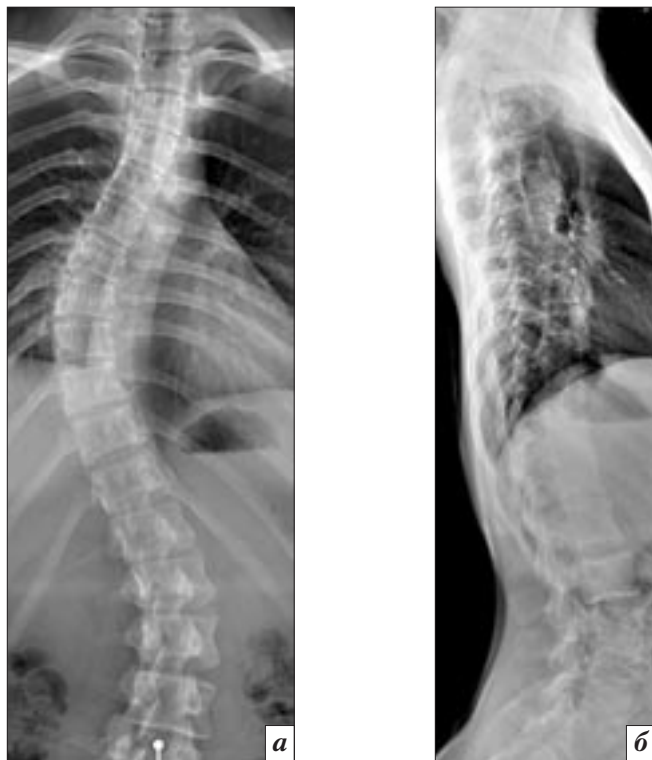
Обзорные рентгенограммы позвоночника в прямой (а) и боковой (б) проекциях больной Р., 19 лет, в положении стоя, до операции
